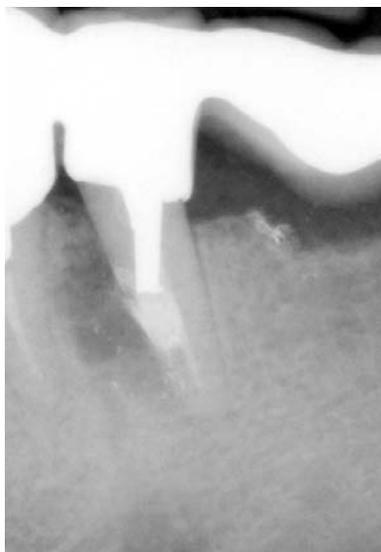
Die postoperative Röntgenkontrolle verdeutlicht die Ausdehnung der Wurzelperforation.
